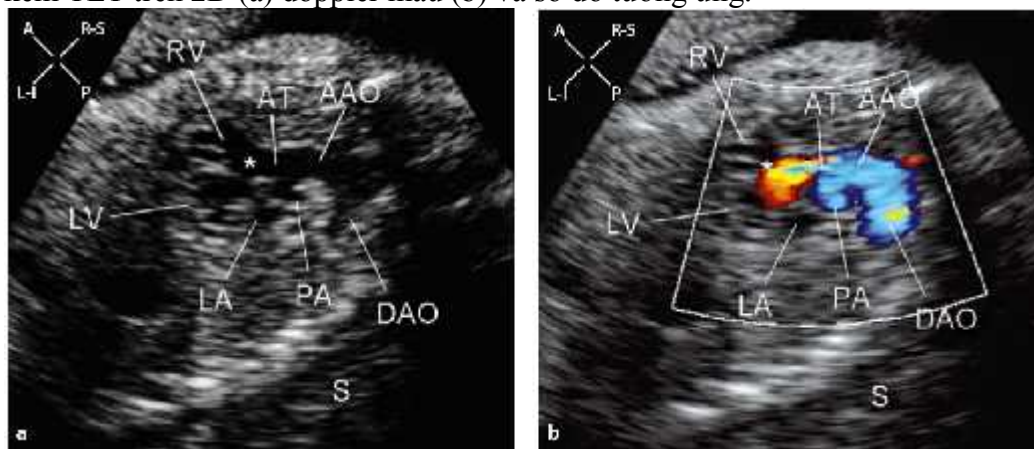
Mặt cắt trục dọc thất trái ở thai 21 tuần bị TLT dưới ĐMC kèm gián đoạn cung ĐMC trên 2D (a) doppler màu (b) và sơ đồ tương ứng (c)
